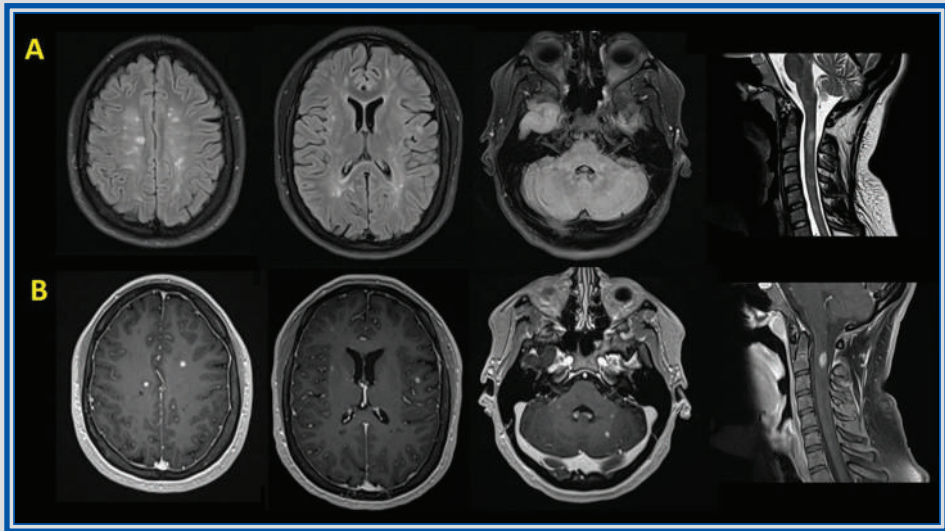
Capítulo 18. Resonancia magnética de cerebro en cortes axiales y médula cervical en corte sagital, en secuencia FLAIR (A) y T1 poscontraste (B), demuestra la presencia de múltiples lesiones supratentoriales, cerebelosas y medulares con realce al medio de contraste.
